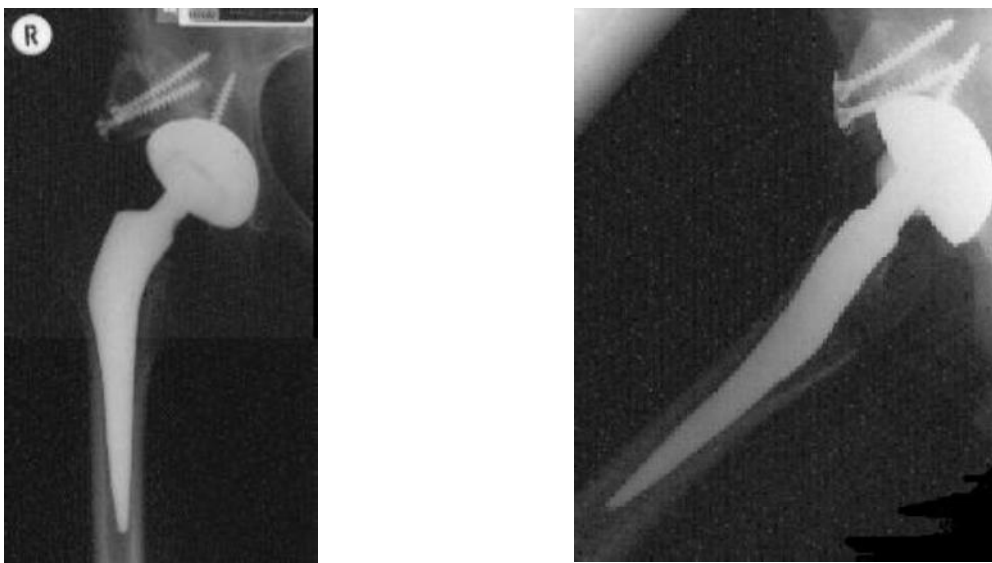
Postoperatives Röntgenbild (ap und seitlich) einer CTX-Prothese
